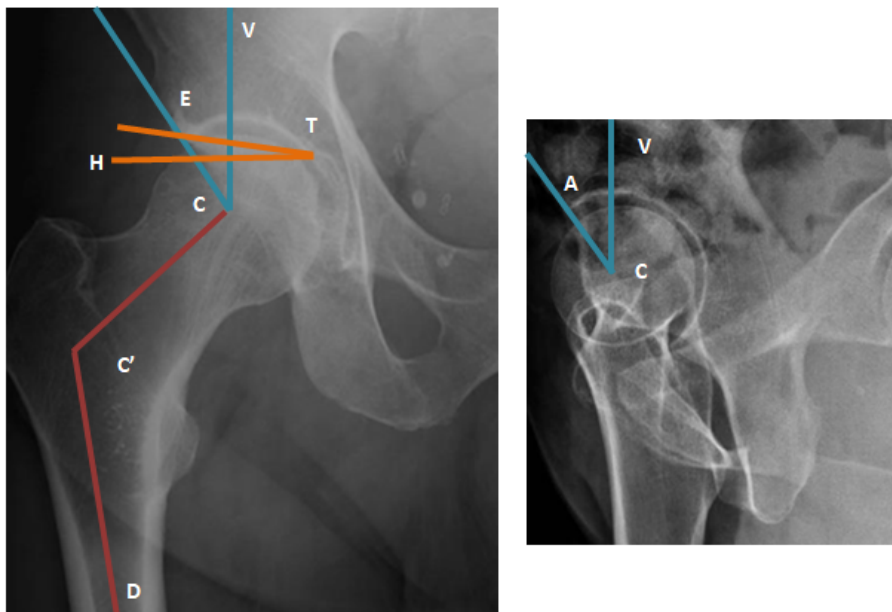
Coxométrie sur radiographie standard de hanche de face et de profil. Mesure des différents angles pour déterminer s'il existe une dysplasie. A : coin antérieur du toit du cotyle, E : coin externe du toit du cotyle, V : verticale passant par le centre de la tête fémorale, H : horizontale, C : centre de la tête fémorale, D : axe de la diaphyse fémorale, T : point interne du toit du cotyle.
